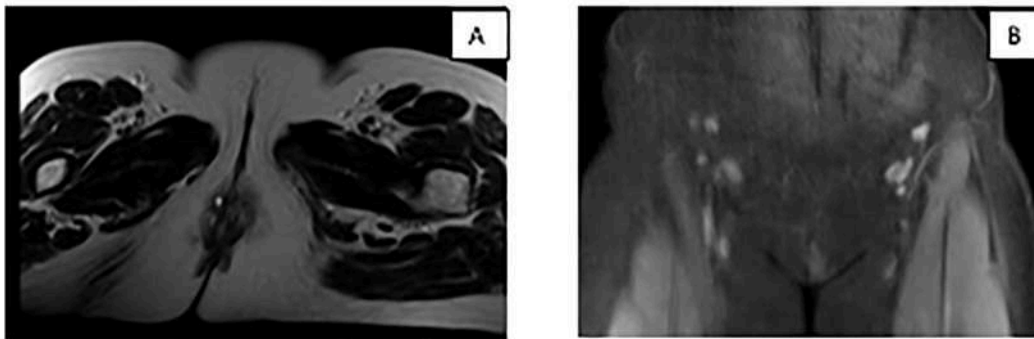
Imágenes de resonancia magnética nuclear. A: Secuencia T2 corte axial, imagen hipointensa en región vulvar que mide de 27,1 x 20 mm. B: Corte coronal, adenopatías inguinales bilaterales.
